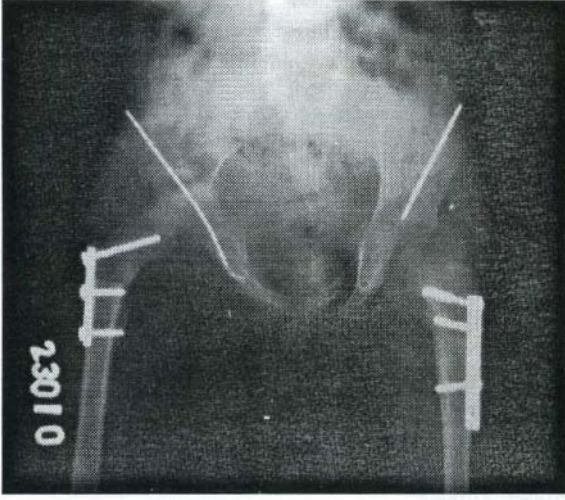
b: AP pelvis grafisi, ameliyat sonrası 3,5 yıl
